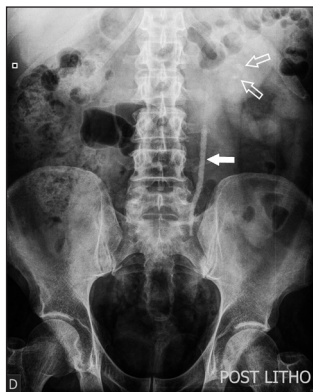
Radiographie abdomen sans préparation post-lithotritie : stabilité du moulage calcique suspendu de l'uretère (flèche pleine) et de l'opacité polaire supérieure. Fragmentation des lithiases calcicelles inférieures (flèches creuses).
